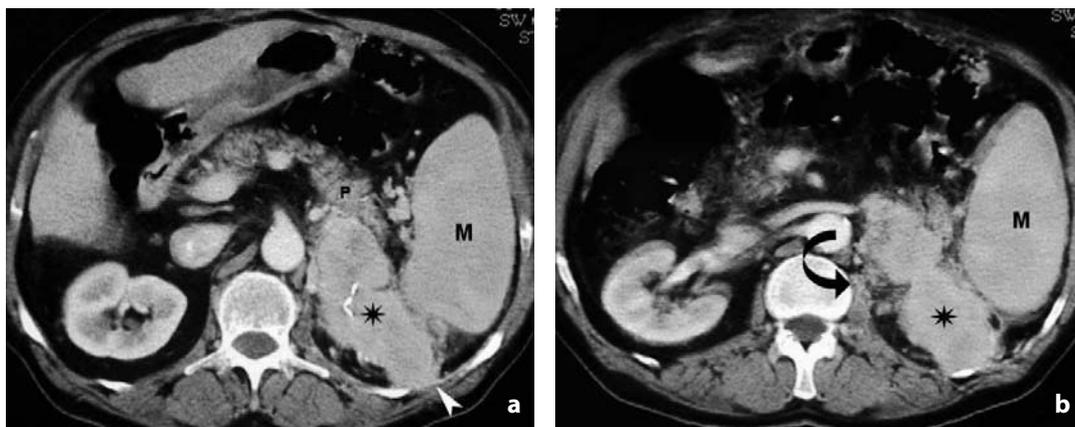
Tomografia computerizzata. Recidiva loco-regionale in esiti di nefrectomia radicale sinistra. Voluminosa massa (asterisco) si accresce nella loggia renale disabitata; infiltra la fascia trasversale (punta di freccia); presenta stretti rapporti di contiguità con la milza (M), la coda pancreaticca (P) ed il muscolo ileo-psoas (freccia curva)
